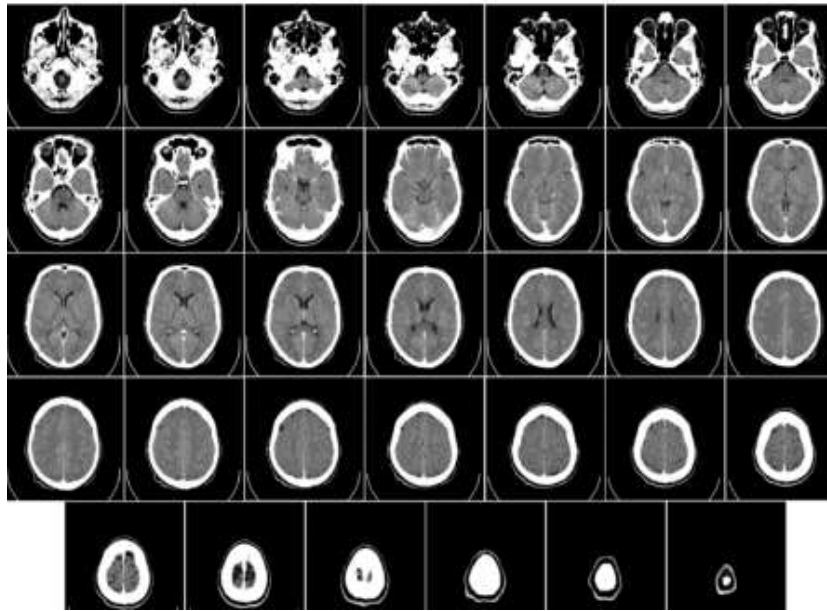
Serie de imágenes CT correspondientes al cráneo de un paciente anónimo
